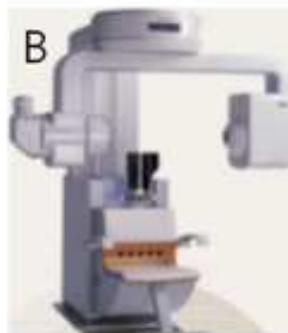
Apparatus used in this study. A, 3D dental 스캐너; B, CBCT machine.
